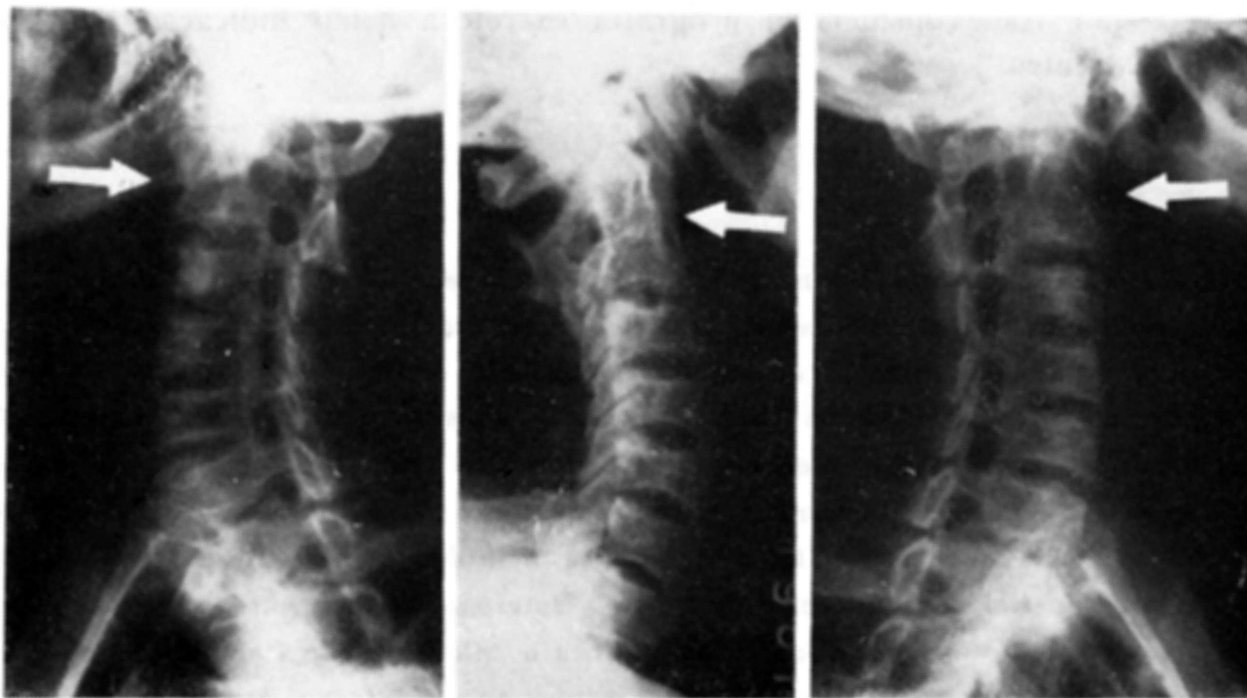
Caso L.R.S.. Radiografia de coluna cervical mostrando soldadura dos corpos vertebrais a nível de C₂-C₃.
